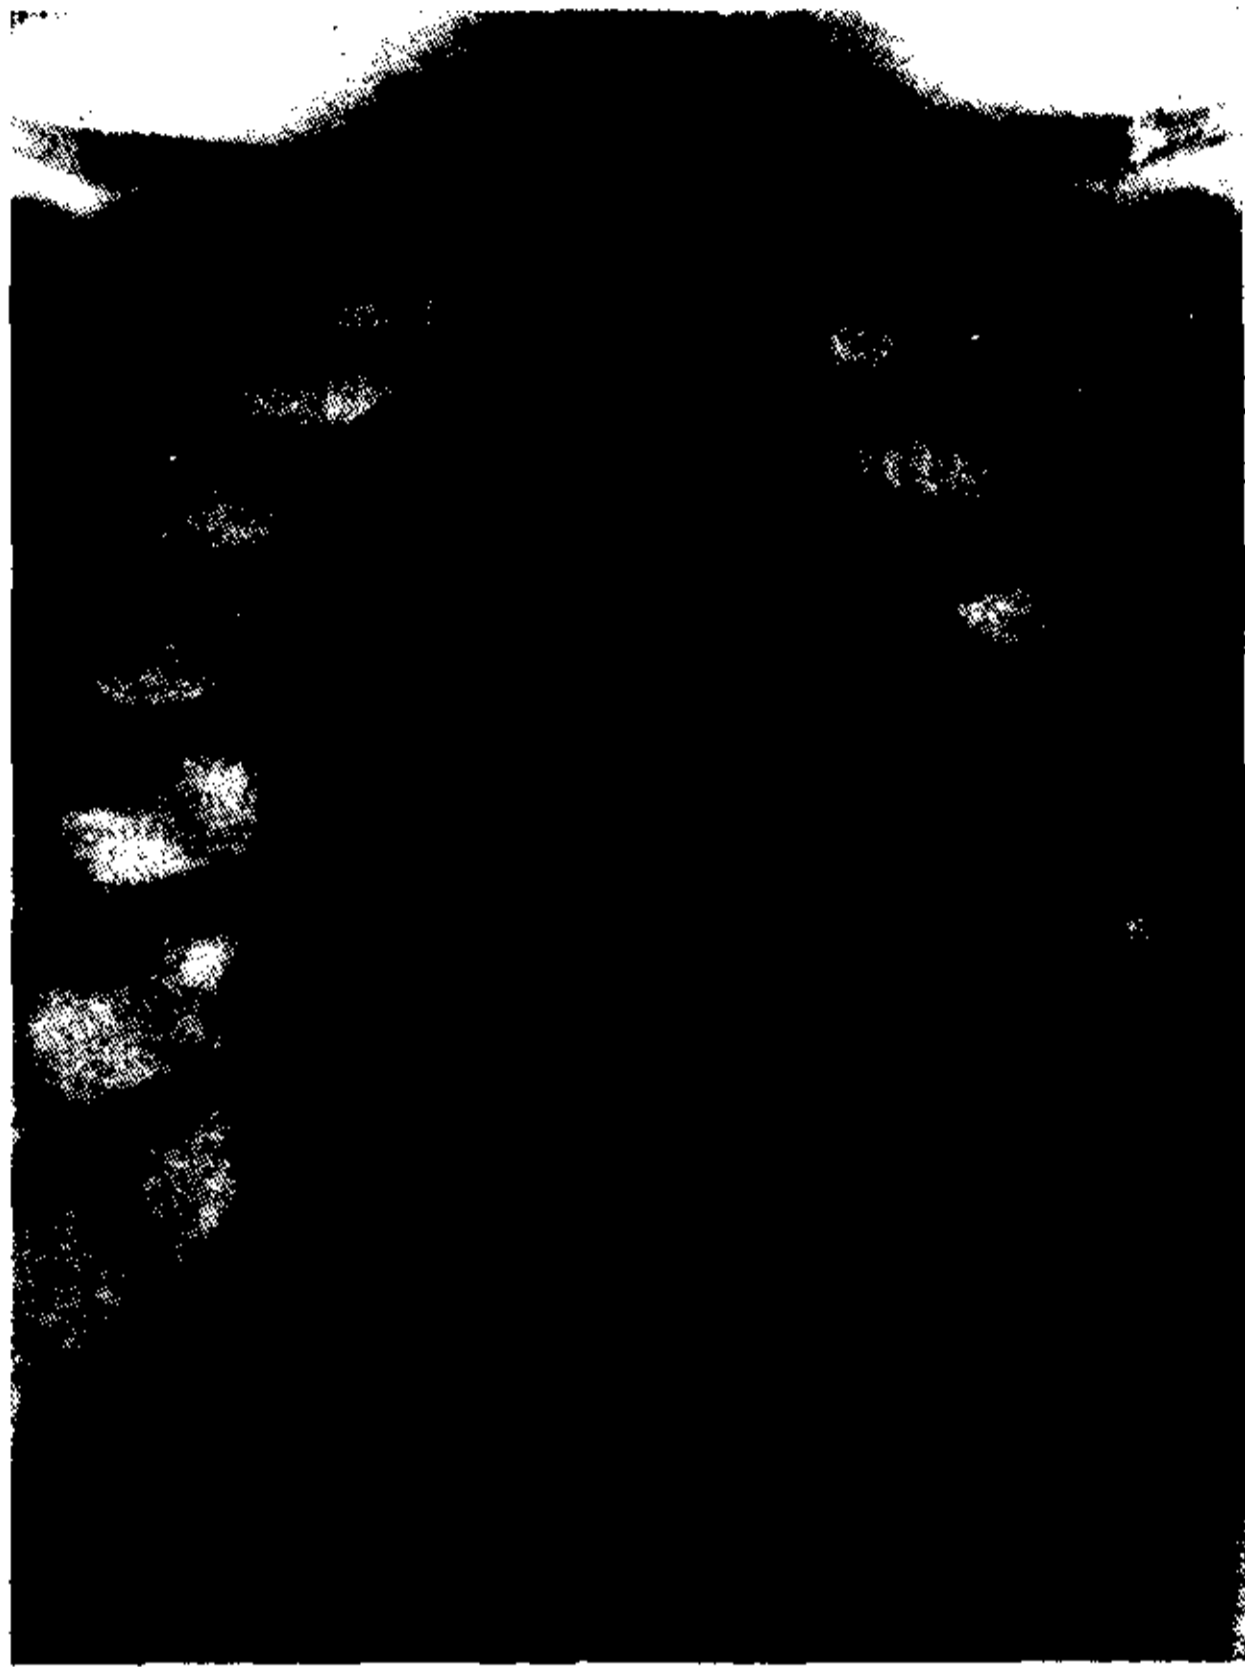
Telerradiografía frontal Corazón enormemente dilatado e hipertrofiado en forma global; ventrículo izquierdo contacta con la pared costal. Pedículo vascular sumamente ensanchado; el borde derecho constituye un gran arco a convexidad externa.
